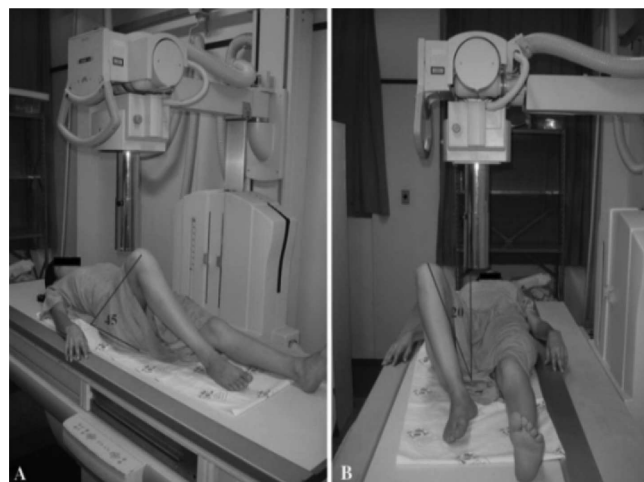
Posicionamento do paciente para realização da radiografia Dunn 45°.
